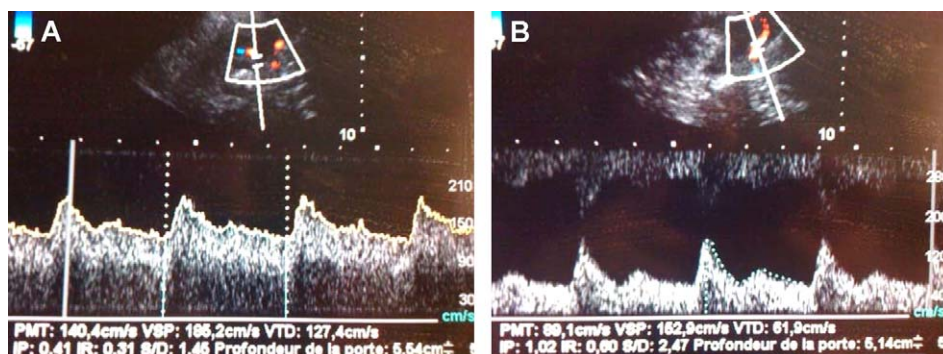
A. Doppler transcrânien réalisé sur une artère cérébrale moyenne du côté d'une volumineuse malformation artérioveineuse (MAV) frontopariétale. Notez les vitesses diastoliques et moyennes (VTD, PMT) élevées et la démodulation du flux avec un index de pulsativité (IP) très abaissé à 0,41. Ce doppler est caractéristique des faibles résistances d'aval dues à la MAV. B. Chez le même patient, doppler transcrânien normal sur l'artère cérébrale moyenne controlatérale.
